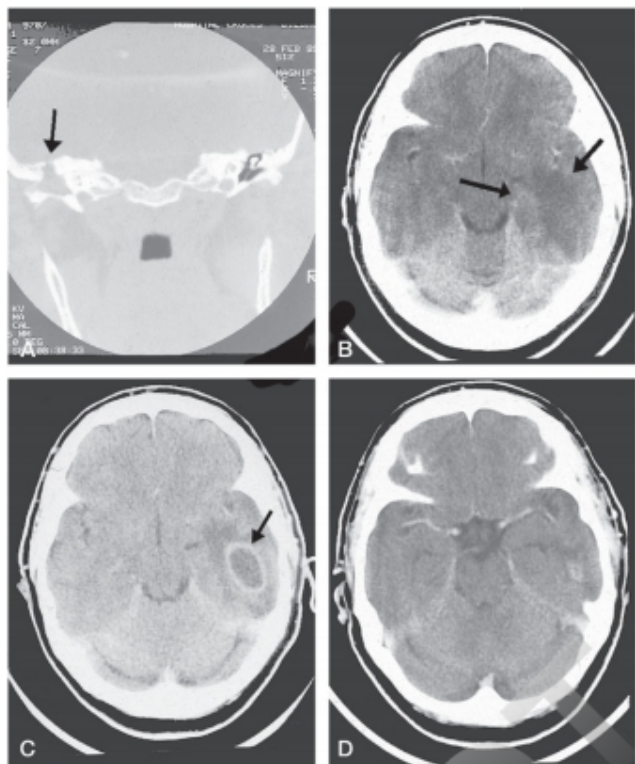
Evolución de un absceso otógeno en el lóbulo temporal. A. Otitis crónica con destrucción de la cadena de huesecillos y ocupación del oído medio. B. Primera TC con contraste. Absceso en fase de cerebritis. Imagen hipodensa sin formación de cápsula (no capta contraste). C. Fase de formación de la cápsula. D. Resolución del absceso con tratamiento antibiótico.
